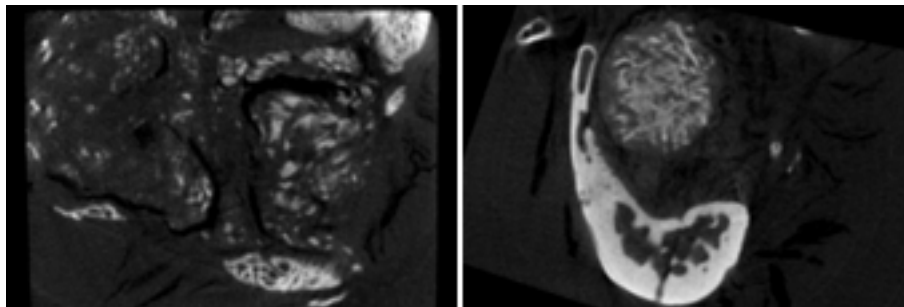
Scaffolds allogen besiedelt im μ -CT 12 bzw. 16 Wochen postoperativ, axiale Schnitte: Links das Scaffold coated and loaded nach 12 Wochen, es sind nur noch Reste erkennbar. Das Scaffold coated nach 16 Wochen (rechts) ist zwar scheinbar geschrumpft, aber in seiner runden Form noch erhalten. Im μ -CT sind vor allem die vermutlichen Scaffoldreste länger nachweisbar und besser darstellbar (vgl. Abbildung 4.16, Seite 50)
